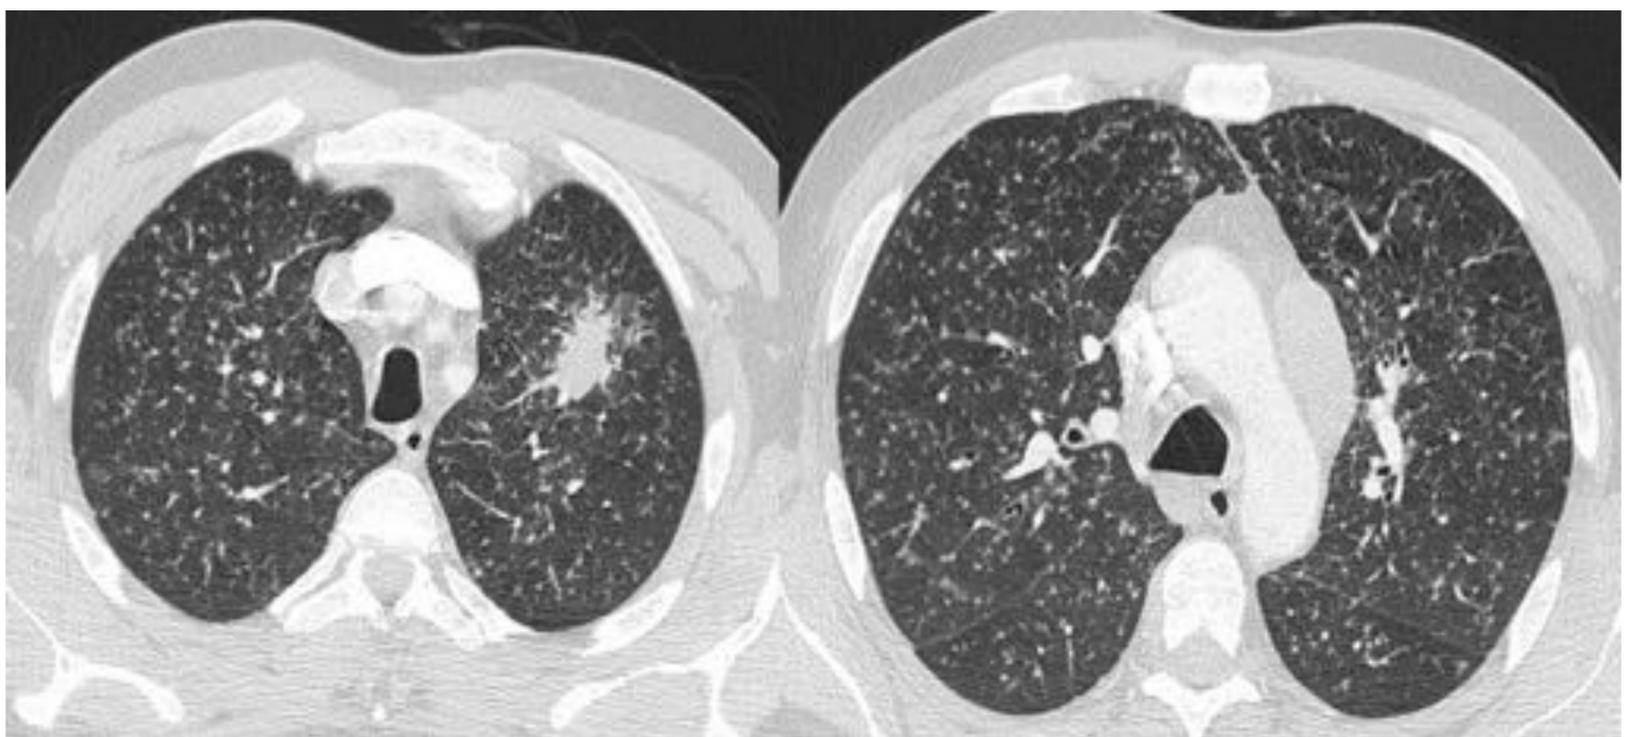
TC de tórax en paciente en tratamiento con adalimumab y TB miliar. Lesión nodular de bordes espiculados que asocia patrón micronodular-miliar difuso bilateral que afecta a ambos pulmones. Adenopatías mediastínicas multinivel las de mayor tamaño prevasculares
